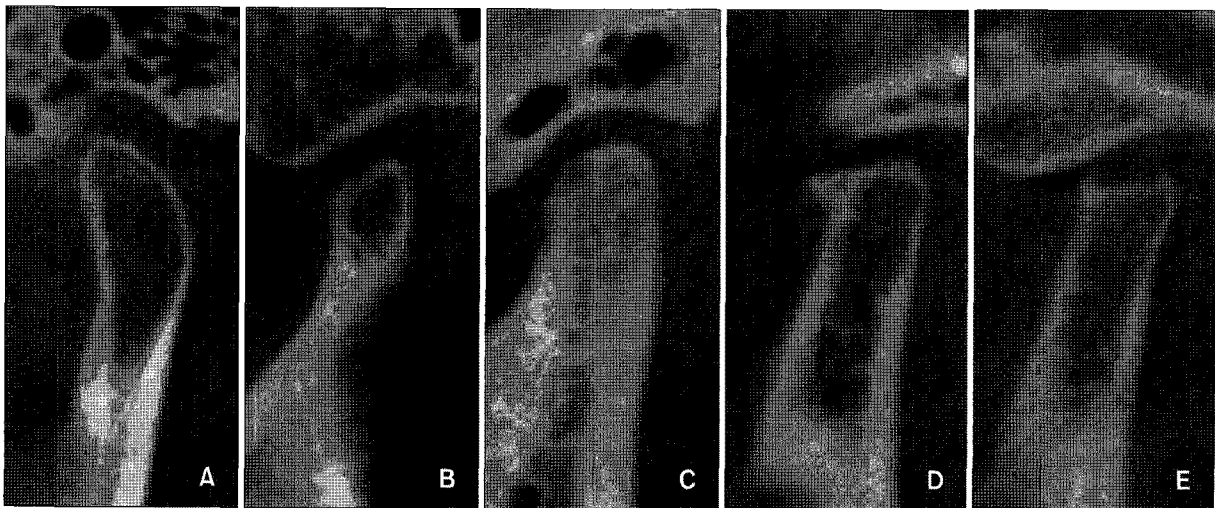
Different type of condylar shapes in cone beam computed tomography sagittal imaging (A, Normal; B, flattening; C, sclerosis; D, osteophyte; E, erosion).
